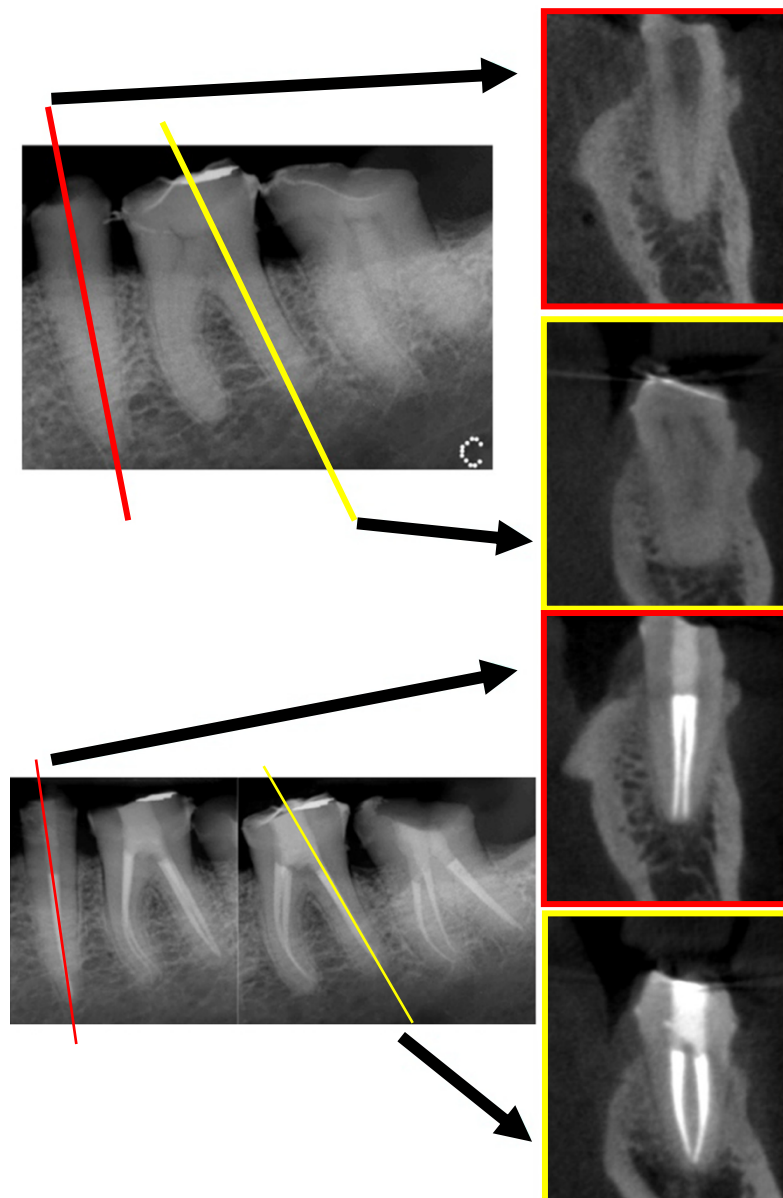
Radiographies rétro-alvéolaires et coupes axiales de CBCT de prémolaire (plan de coupe jaune) et molaire mandibulaires (plan de coupe rouge). Les coupes CBCT mettent en avant une configuration canalaire non diagnostiquée sur le cliché intraoral en deux dimensions (source : Bóveda et Kishen 2015).
